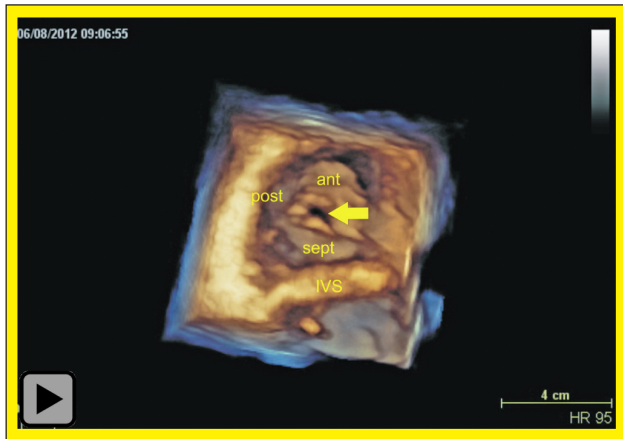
Dreidimensionale Echokardiographie. Darstellung der Trikuspidalklappe vom rechten Ventrikel aus betrachtet. Die drei Segel und der Koaptationsdefekt (Pfeil) sind eindeutig zu erkennen.
